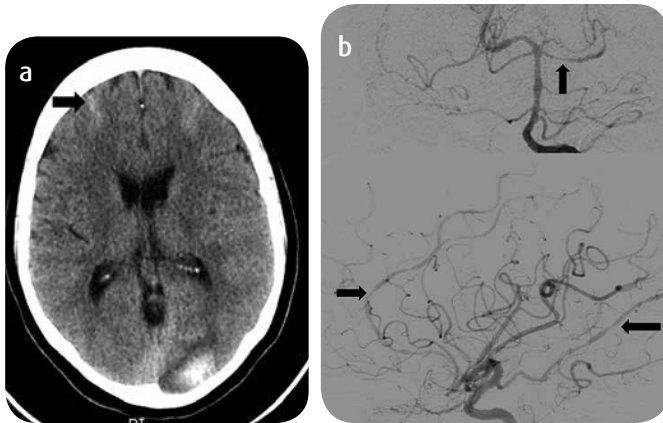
a) TAC de cráneo simple: hemorragia subaracnoidea en la convexidad. b) Arteriografía: se descarta sangrado de origen aneurismático y se observa disminución difusa del diámetro vascular en las arterias cerebral posterior, cerebelosa superior, comunicante posterior, cerebral media y pericallosa.
